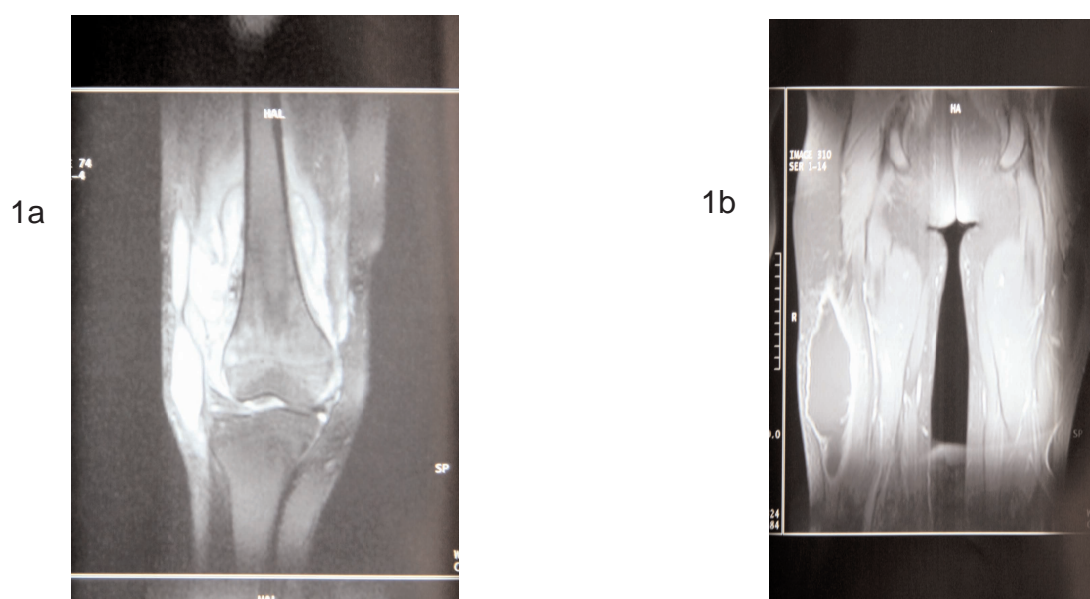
IRM de la cuisse et du genou : (1a) coupe coronale en séquences T2 : épanchement intra-articulaire du genou avec prise de contraste de la synoviale épaissie. Présence d'une petite formation intra-osseuse métaphysaire externe arrondie en hyper signal T2. (1b) coupe coronale en séquences T1 après gadolinium : Présence d'une collection liquidienne volumineuse cloisonnée prenant le contraste en périphérie du muscle vaste latéral de la cuisse.
